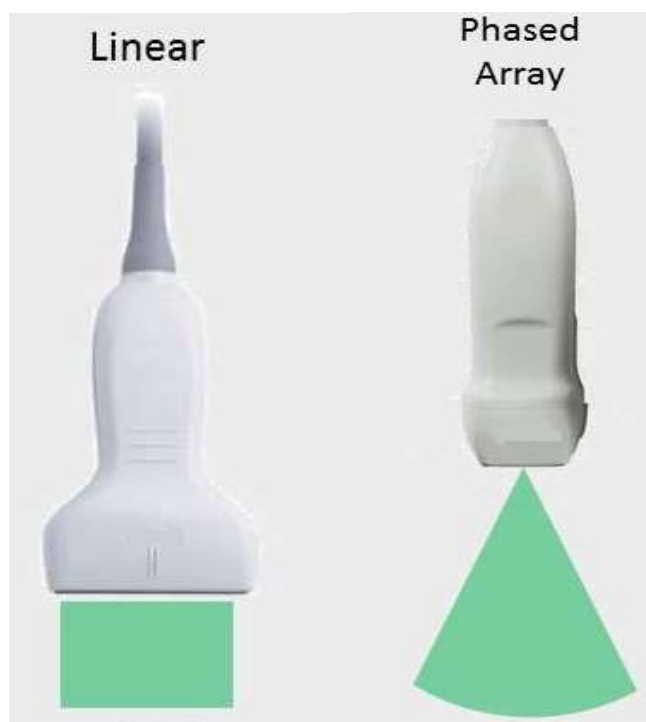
tipologie di sonde ecografiche
